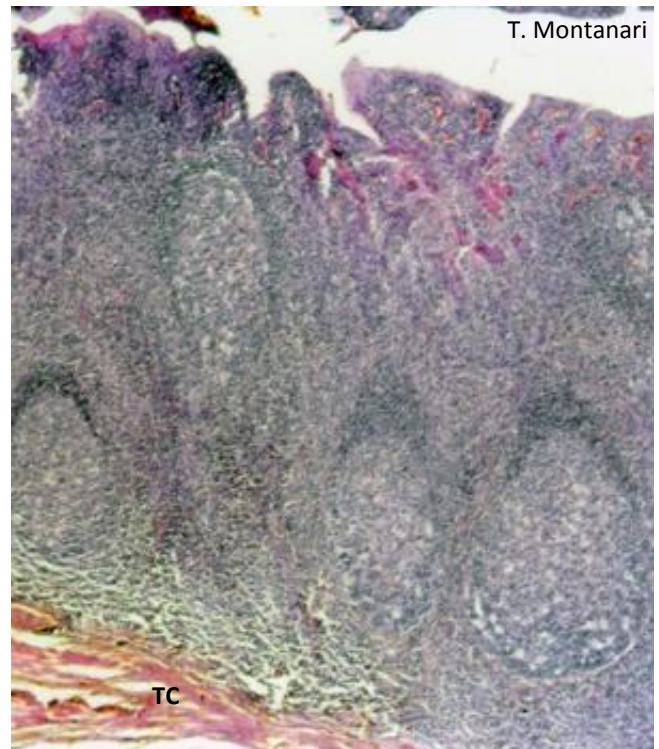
Tonsila palatina, onde podem ser observadas as criptas de epitélio estratificado pavimentoso, o tecido linfoide subjacente com nódulos linfáticos e a cápsula de tecido conjuntivo (TC). HE. Objetiva de 4x (55x).
